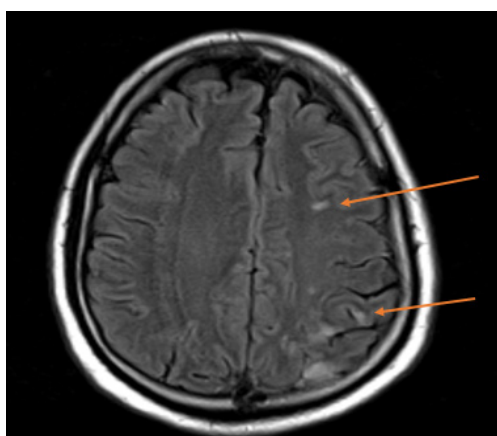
T2 FLAIR sequence showing ischemia of the middle cerebral artery.
